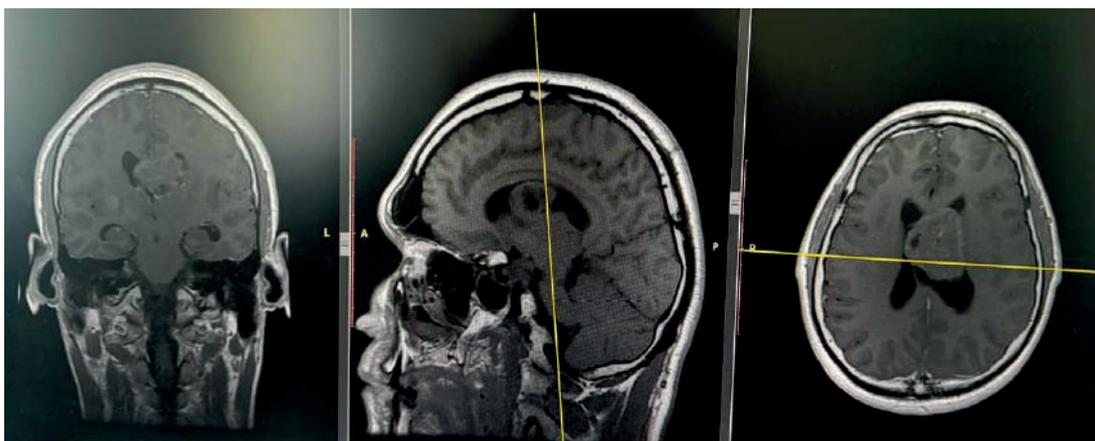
МРТ снимки головного мозга до операции
